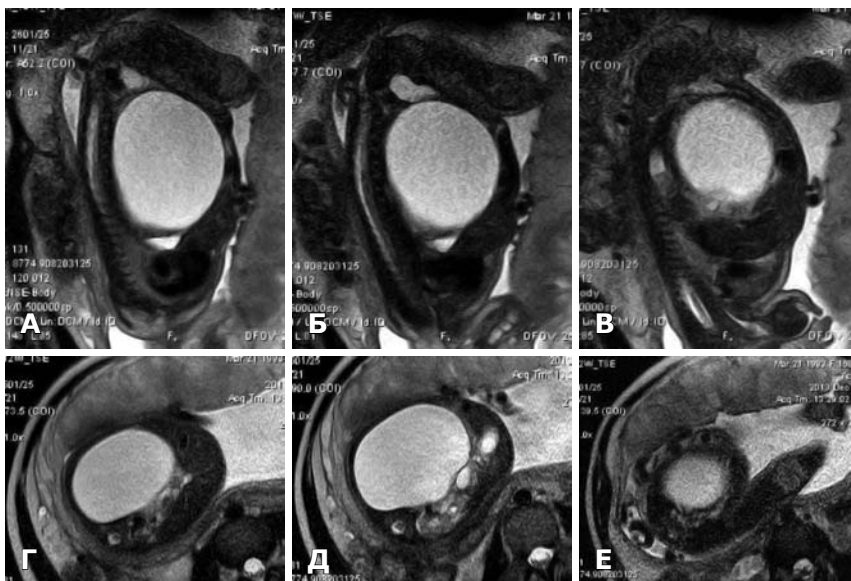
МРТ, сагиттальная (А–В) и аксиальная (Г–Е) томограммы T2 ВИ, беременность 29–30 нед. Кистозное образование в левой половине брюшной полости.
